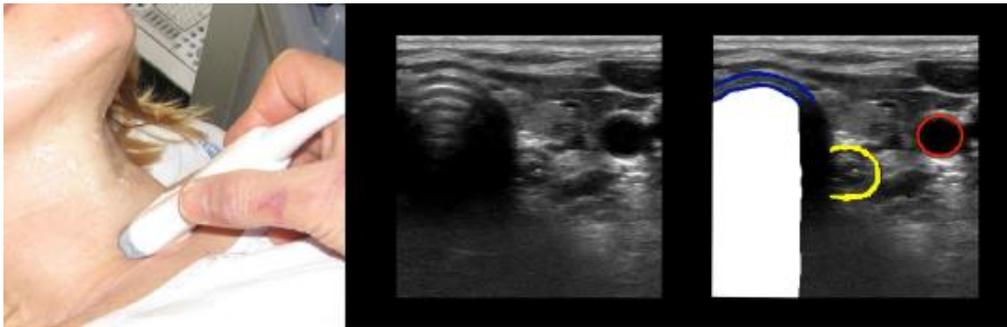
Valoración ecográfica de la tráquea extratorácica. (Extraída de Kristensen MS. Ultrasonography for clinical decision-making and intervention in airway management: from the mouth to the lungs and pleurae. *Insights Imaging* 2014;5 :253-79.)
